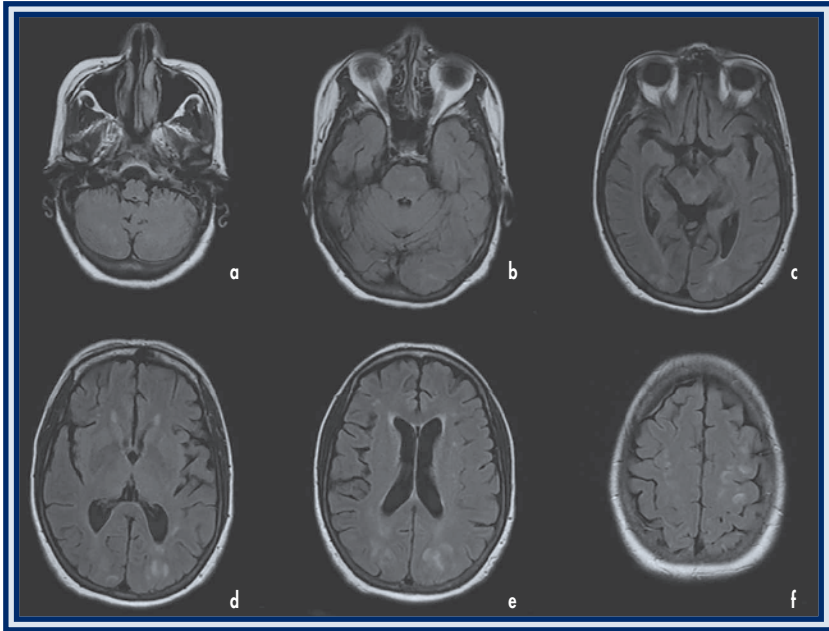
Doente de 30 anos com padrão imagiológico sugestivo de PRES após quimioterapia. RM-CE: (T2/ FLAIR) mostra lesões hiperintensas no cerebelo (a), protuberância (b), lobos occipitais (c, d), parietais (e) e frontais (f).
